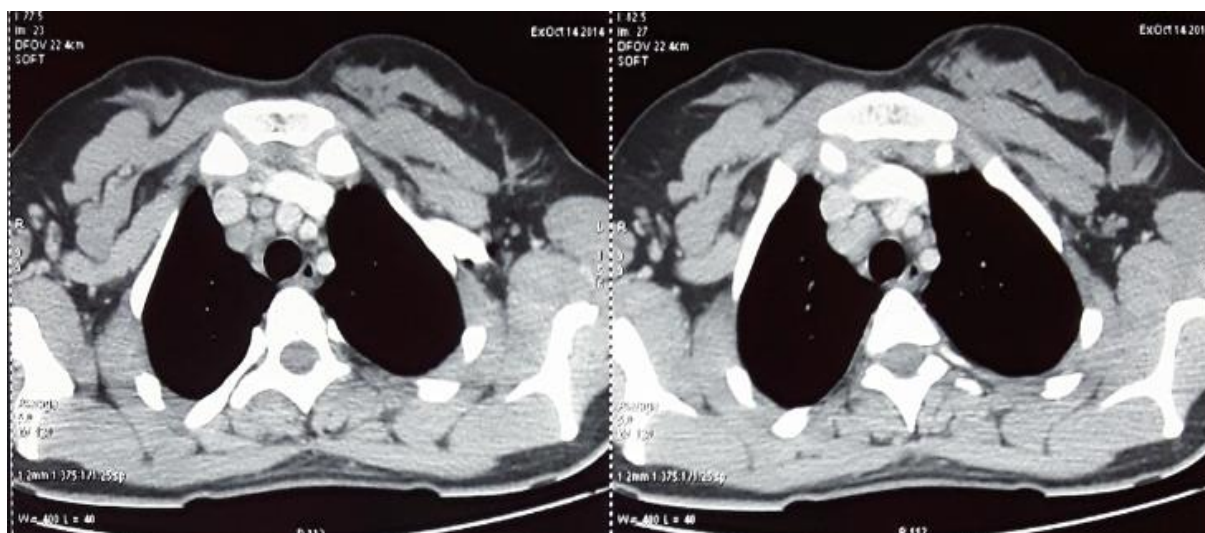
TDM thoracique montrant une polyadénopathie médiastino-hilaires.
